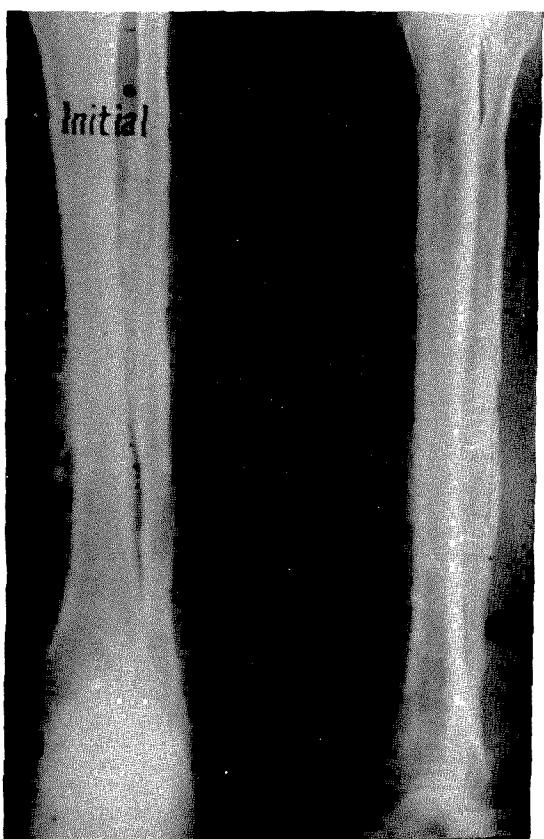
The X-ray film shows irregular cortical thickening in the left tibia.
